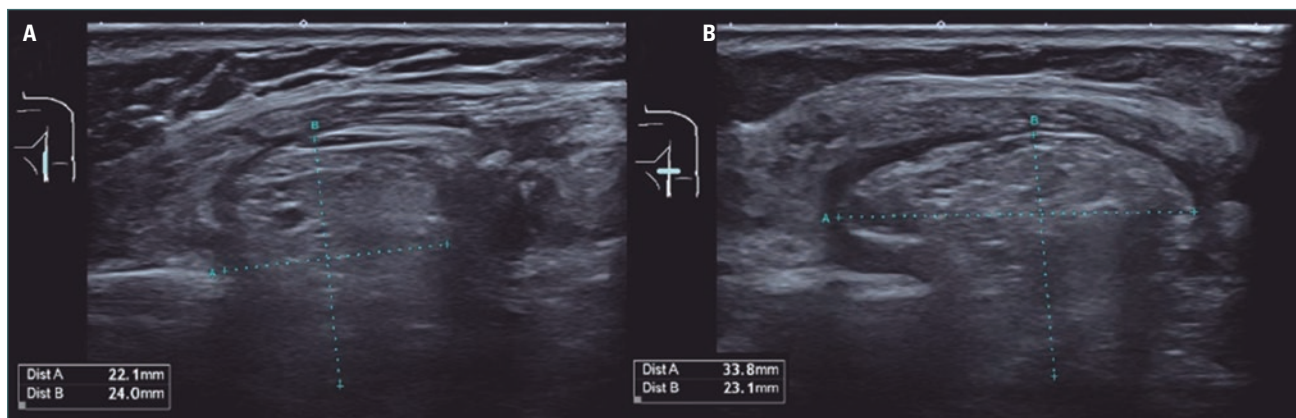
Imagen por ecografía de la hernia pulmonar a nivel de la línea medio axilar izquierda. A: plano coronal. B: plano transverso.
